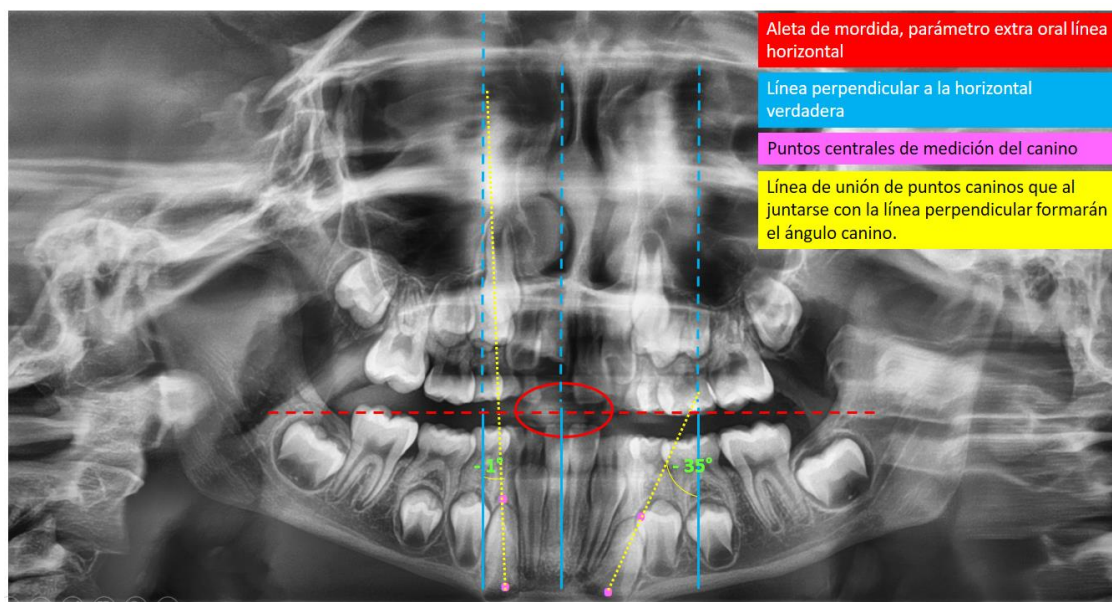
Ortodontomografía con el análisis realizado en caninos con angulación divergente a la línea media (angulación negativa).
